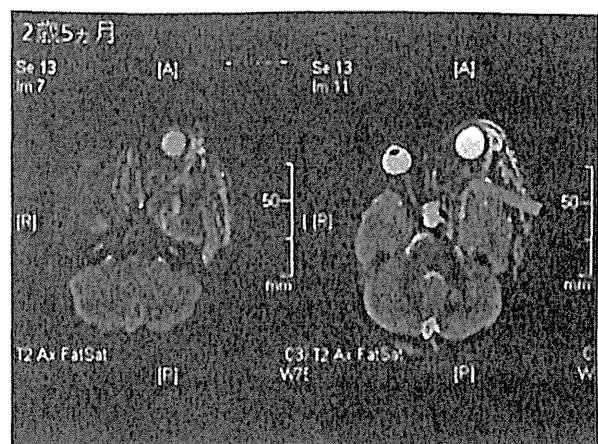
頭部MRI：腫瘍の進展により左視神経は眼窩内で内側に圧迫されて進展菲薄化していた。
